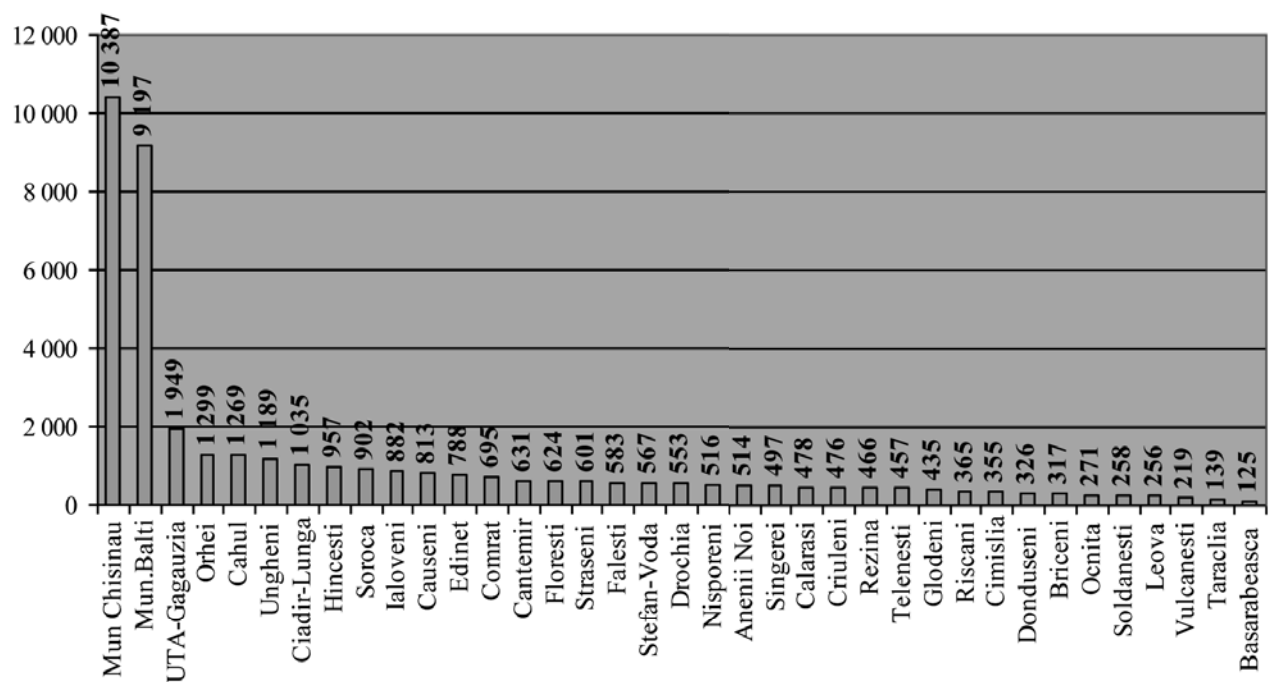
Numărul de nașteri în teritoriile administrative din RM (anul 2014)
